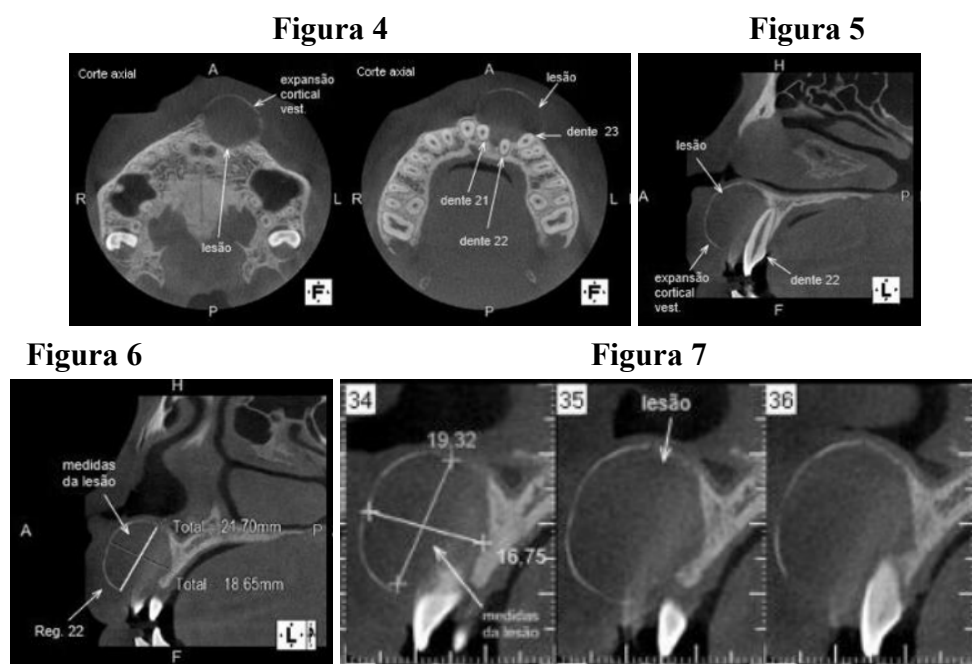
Tomografia computadorizada (TC) de maxila em corte axial. Figura 5: TC de maxila em corte sagital. Figura 6 e 7: Imagens de TC em corte sagital mostrando dimensões da lesão.
